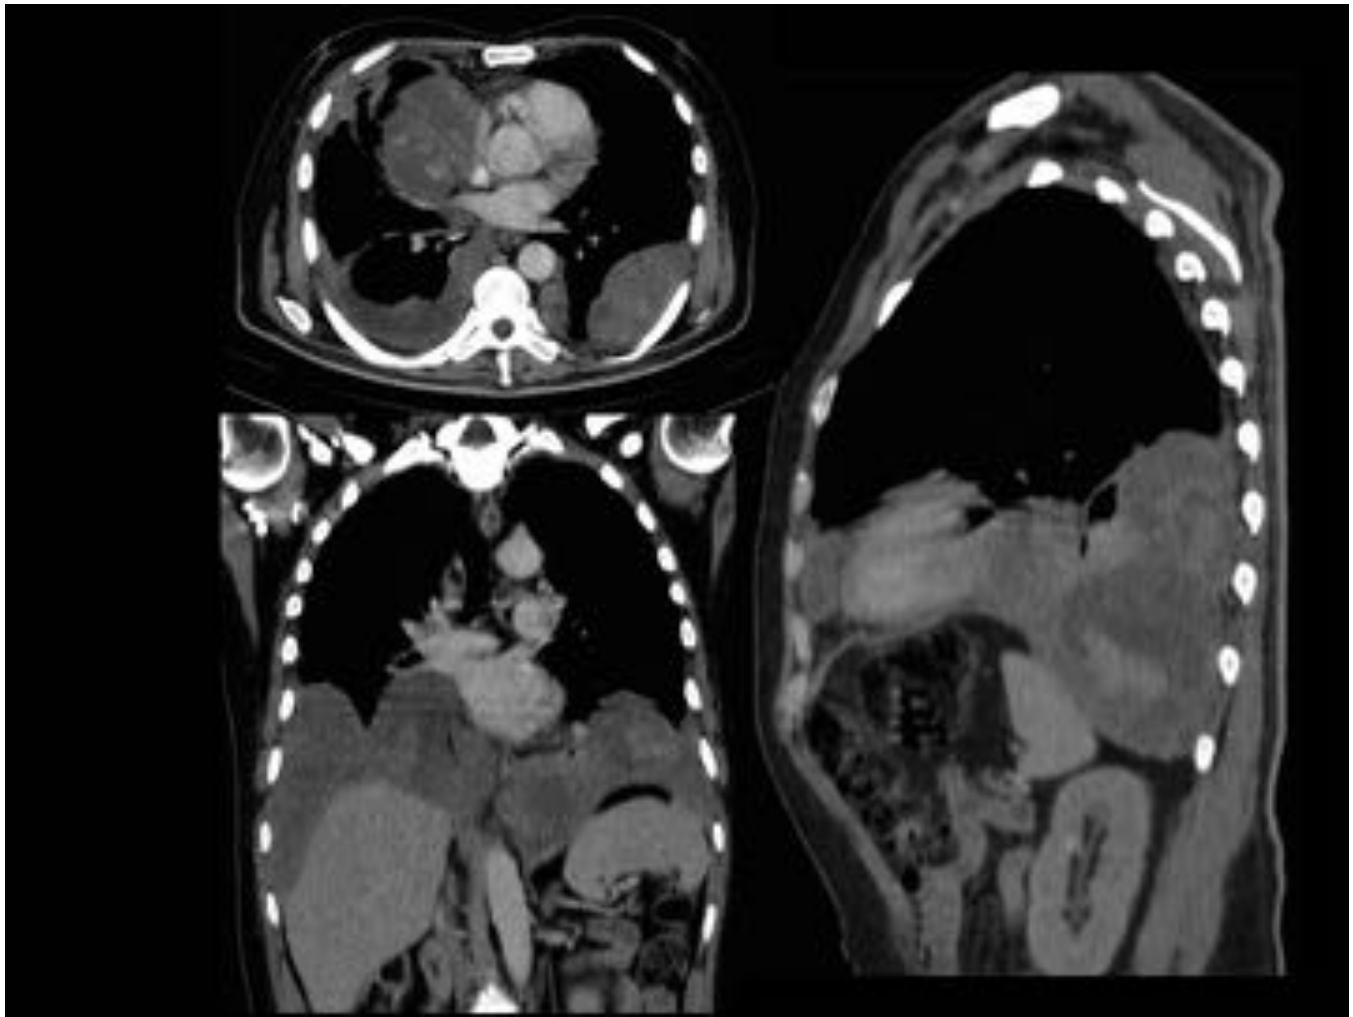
TC torácico con CIV en cortes axiales y reconstrucción sagital. Las imágenes muestran engrosamiento pleural y masas focales en el hemitórax derecho.
